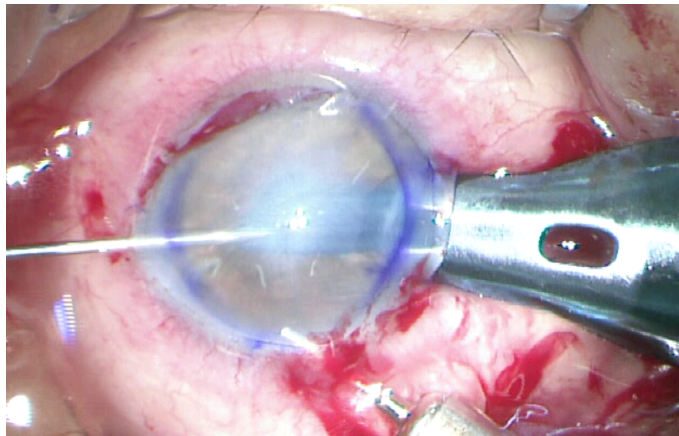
Трансплантация с использованием глайда Бузина и цангового пинцета. Снимок с камеры операционного микроскопа, увеличение 5х
